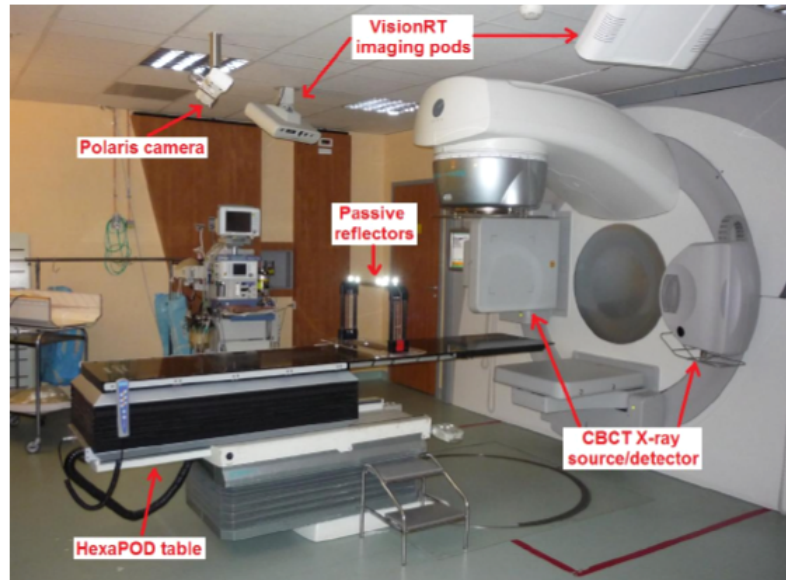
Sala di trattamento al centro Léon Bérard. Sono evidenziati il sistema Elekta SynergyS per le acquisizioni Cone-Beam, comprendente la sorgente a raggi X e il detettore, le telecamere del sistema ottico VisionRT per il monitoraggio della superficie esterna del soggetto, e la barra orizzontale sulla quale sono applicati marker passivi per la verifica del posizionamento del lettino di trattamento.
